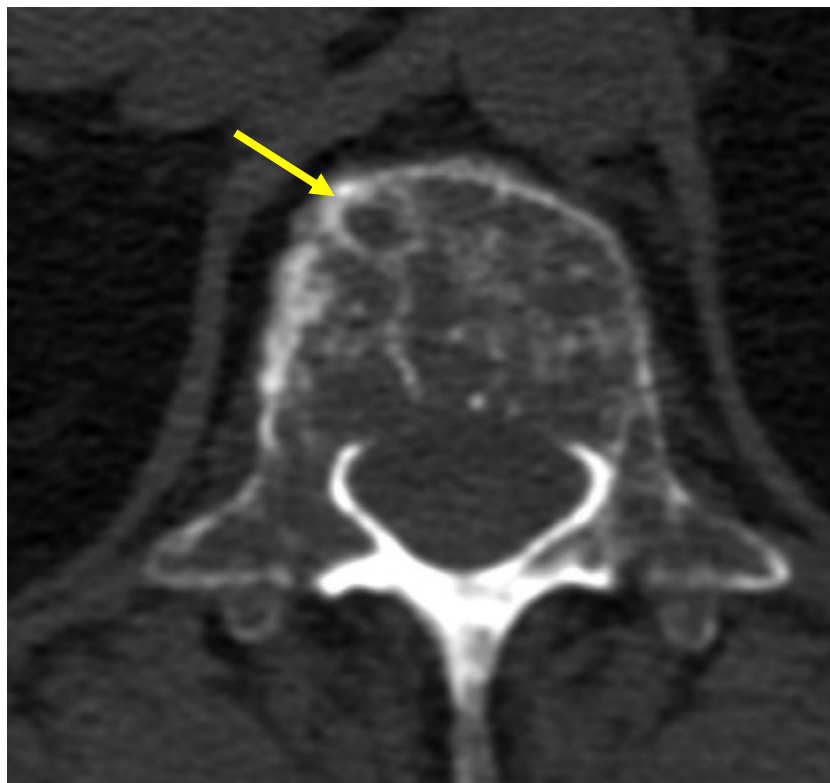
Компьютерная томография позвоночника больной И. Отмечается участок кистозного остеолизиса тела позвончика (указан стрелкой)
